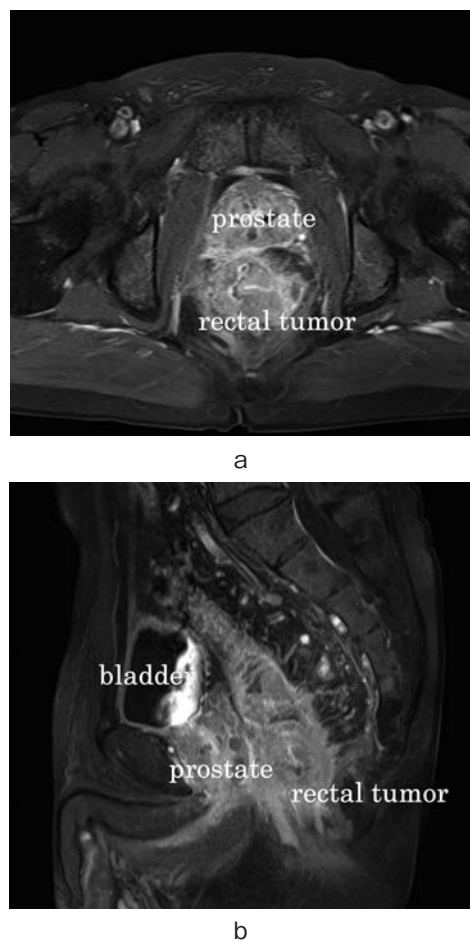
MRI shows the rectal tumor involving the prostate at the initial diagnosis. a: Axial enhanced T1-weighted image. b: Sagittal T1-weighted image.
